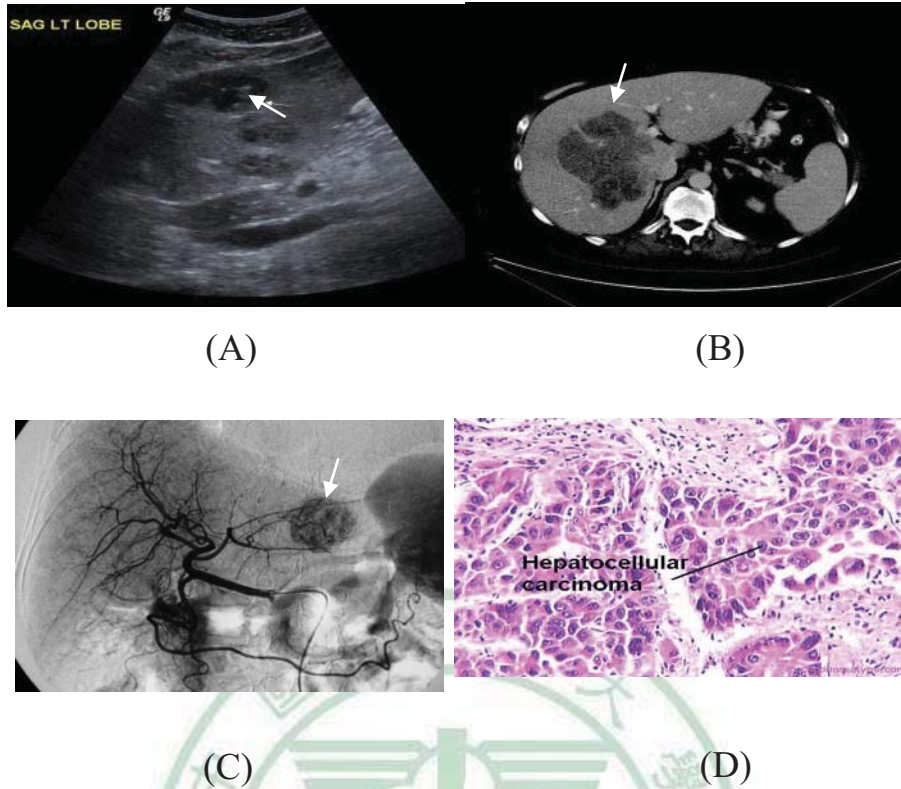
肝癌的臨床影像學檢查。(a) 肝臟超音波檢查 [6]，白色箭頭為肝癌部分。(b) 肝臟電腦斷層攝影檢查 [7]，白色箭頭為肝腫瘤。(c) 肝動脈血管攝影檢查，白色箭頭為肝腫瘤顯影。(d) 肝癌組織切片檢查 [8]。
